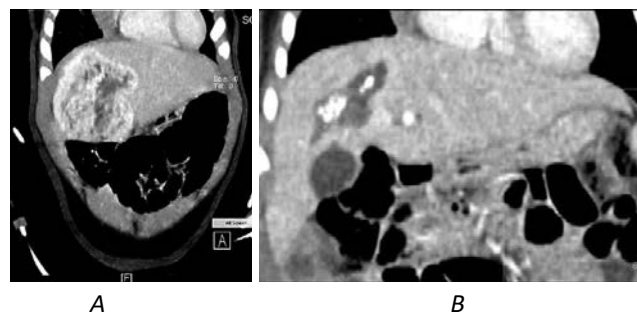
Хлопчик К., дифузна ІГ печінки. КТ з контрастуванням, артеріальна фаза, коронарна проекція: А – у віці 5 місяців, В – у віці 2 років, на тлі терапії пропранололом
